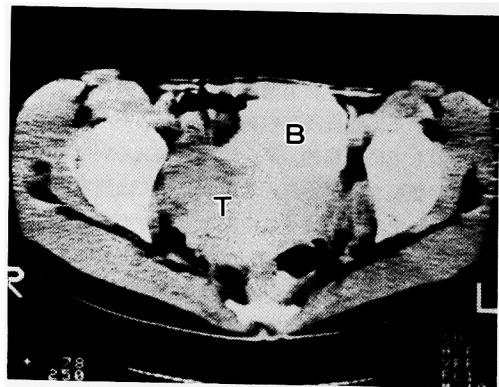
CT scan of case 2 revealed retrovesical big tumor. B: bladder, T: tumor
